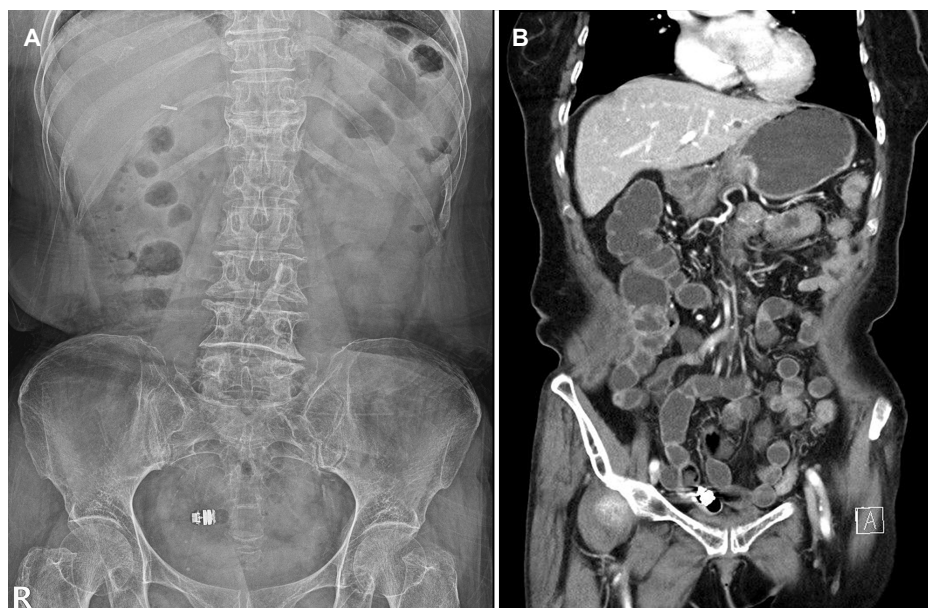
(A) Abdominal X-ray appearing to demonstrate the capsule in the pelvic cavity. (B) Coronal view of abdomen computed tomography shows capsule in ileum.
